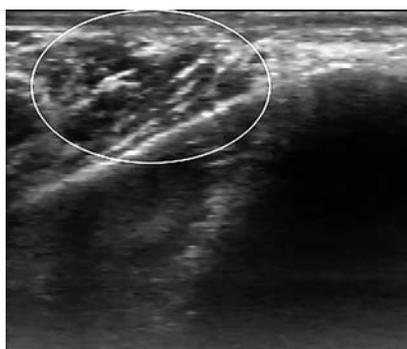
УЗИ мягких тканей кисти: гиперэхогенные образования (ртуть) обозначены овалами
